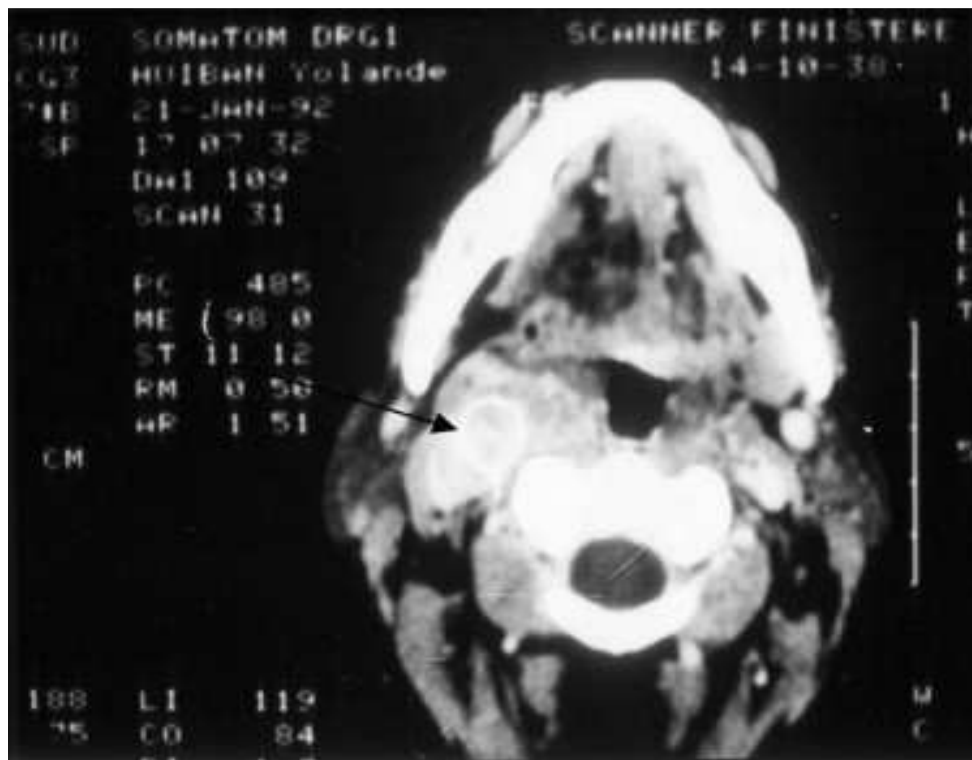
TDM en coupe axiale après injection du produit de contraste montrant un lymphangiome kystique du triangle postéroinférieur droit du cou (flèche).
